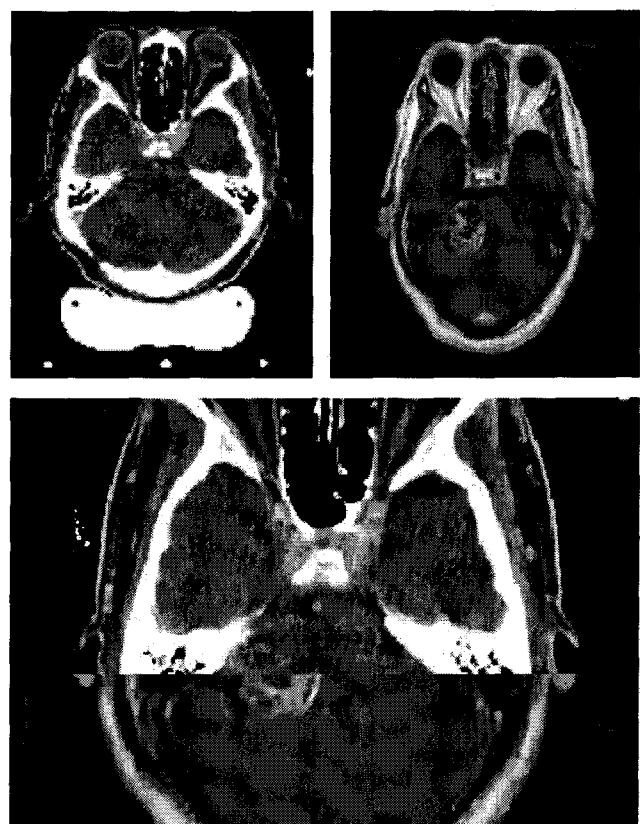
Image fusion of MRI and CT in vestibular schwannoma for stereotactic radiosurgery in Samsung Medical Center.
